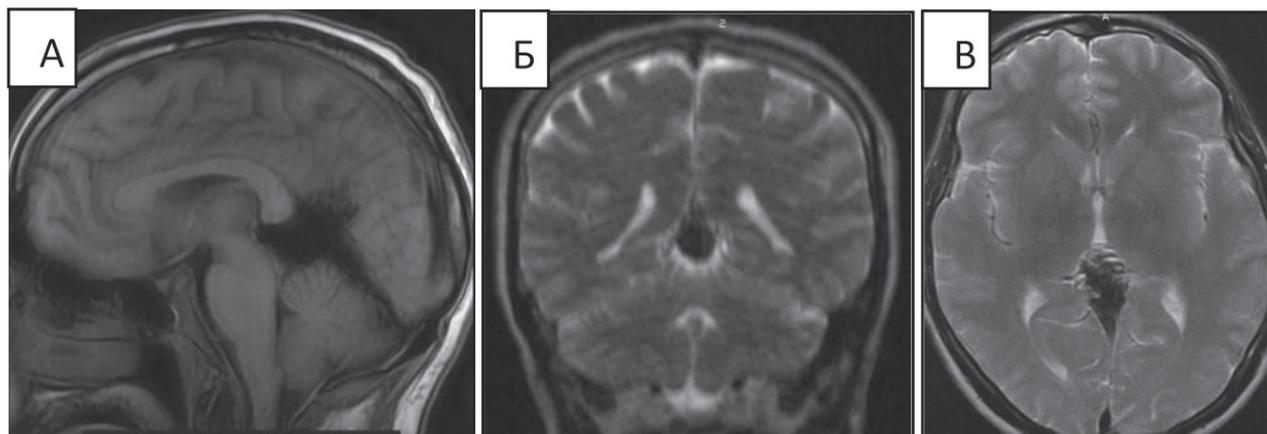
Контрольное МРТ через 6 месяцев в сагитальном (А), коронарном (Б) и аксиальном (В) срезах
